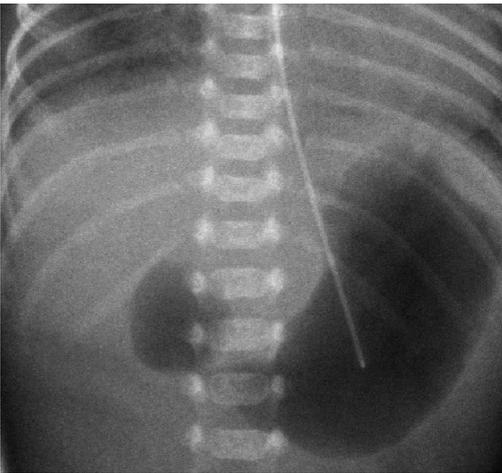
Pathognomonischer Befund eines Double Bubble Sign zum Nachweis einer Duodenalatriese. Der erweiterte Bulbus duodeni wurde nach vorheriger Aspiration des Magensekrets mit Luft über die Magensonde röntgennegativ kontrastiert.
